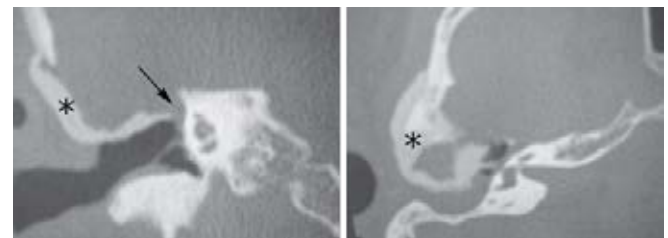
TC simple de oídos en cortes coronales y axiales, en donde se observa dehiscencia en el tegmen (flecha) y material de resina epóxica (asterisco).
